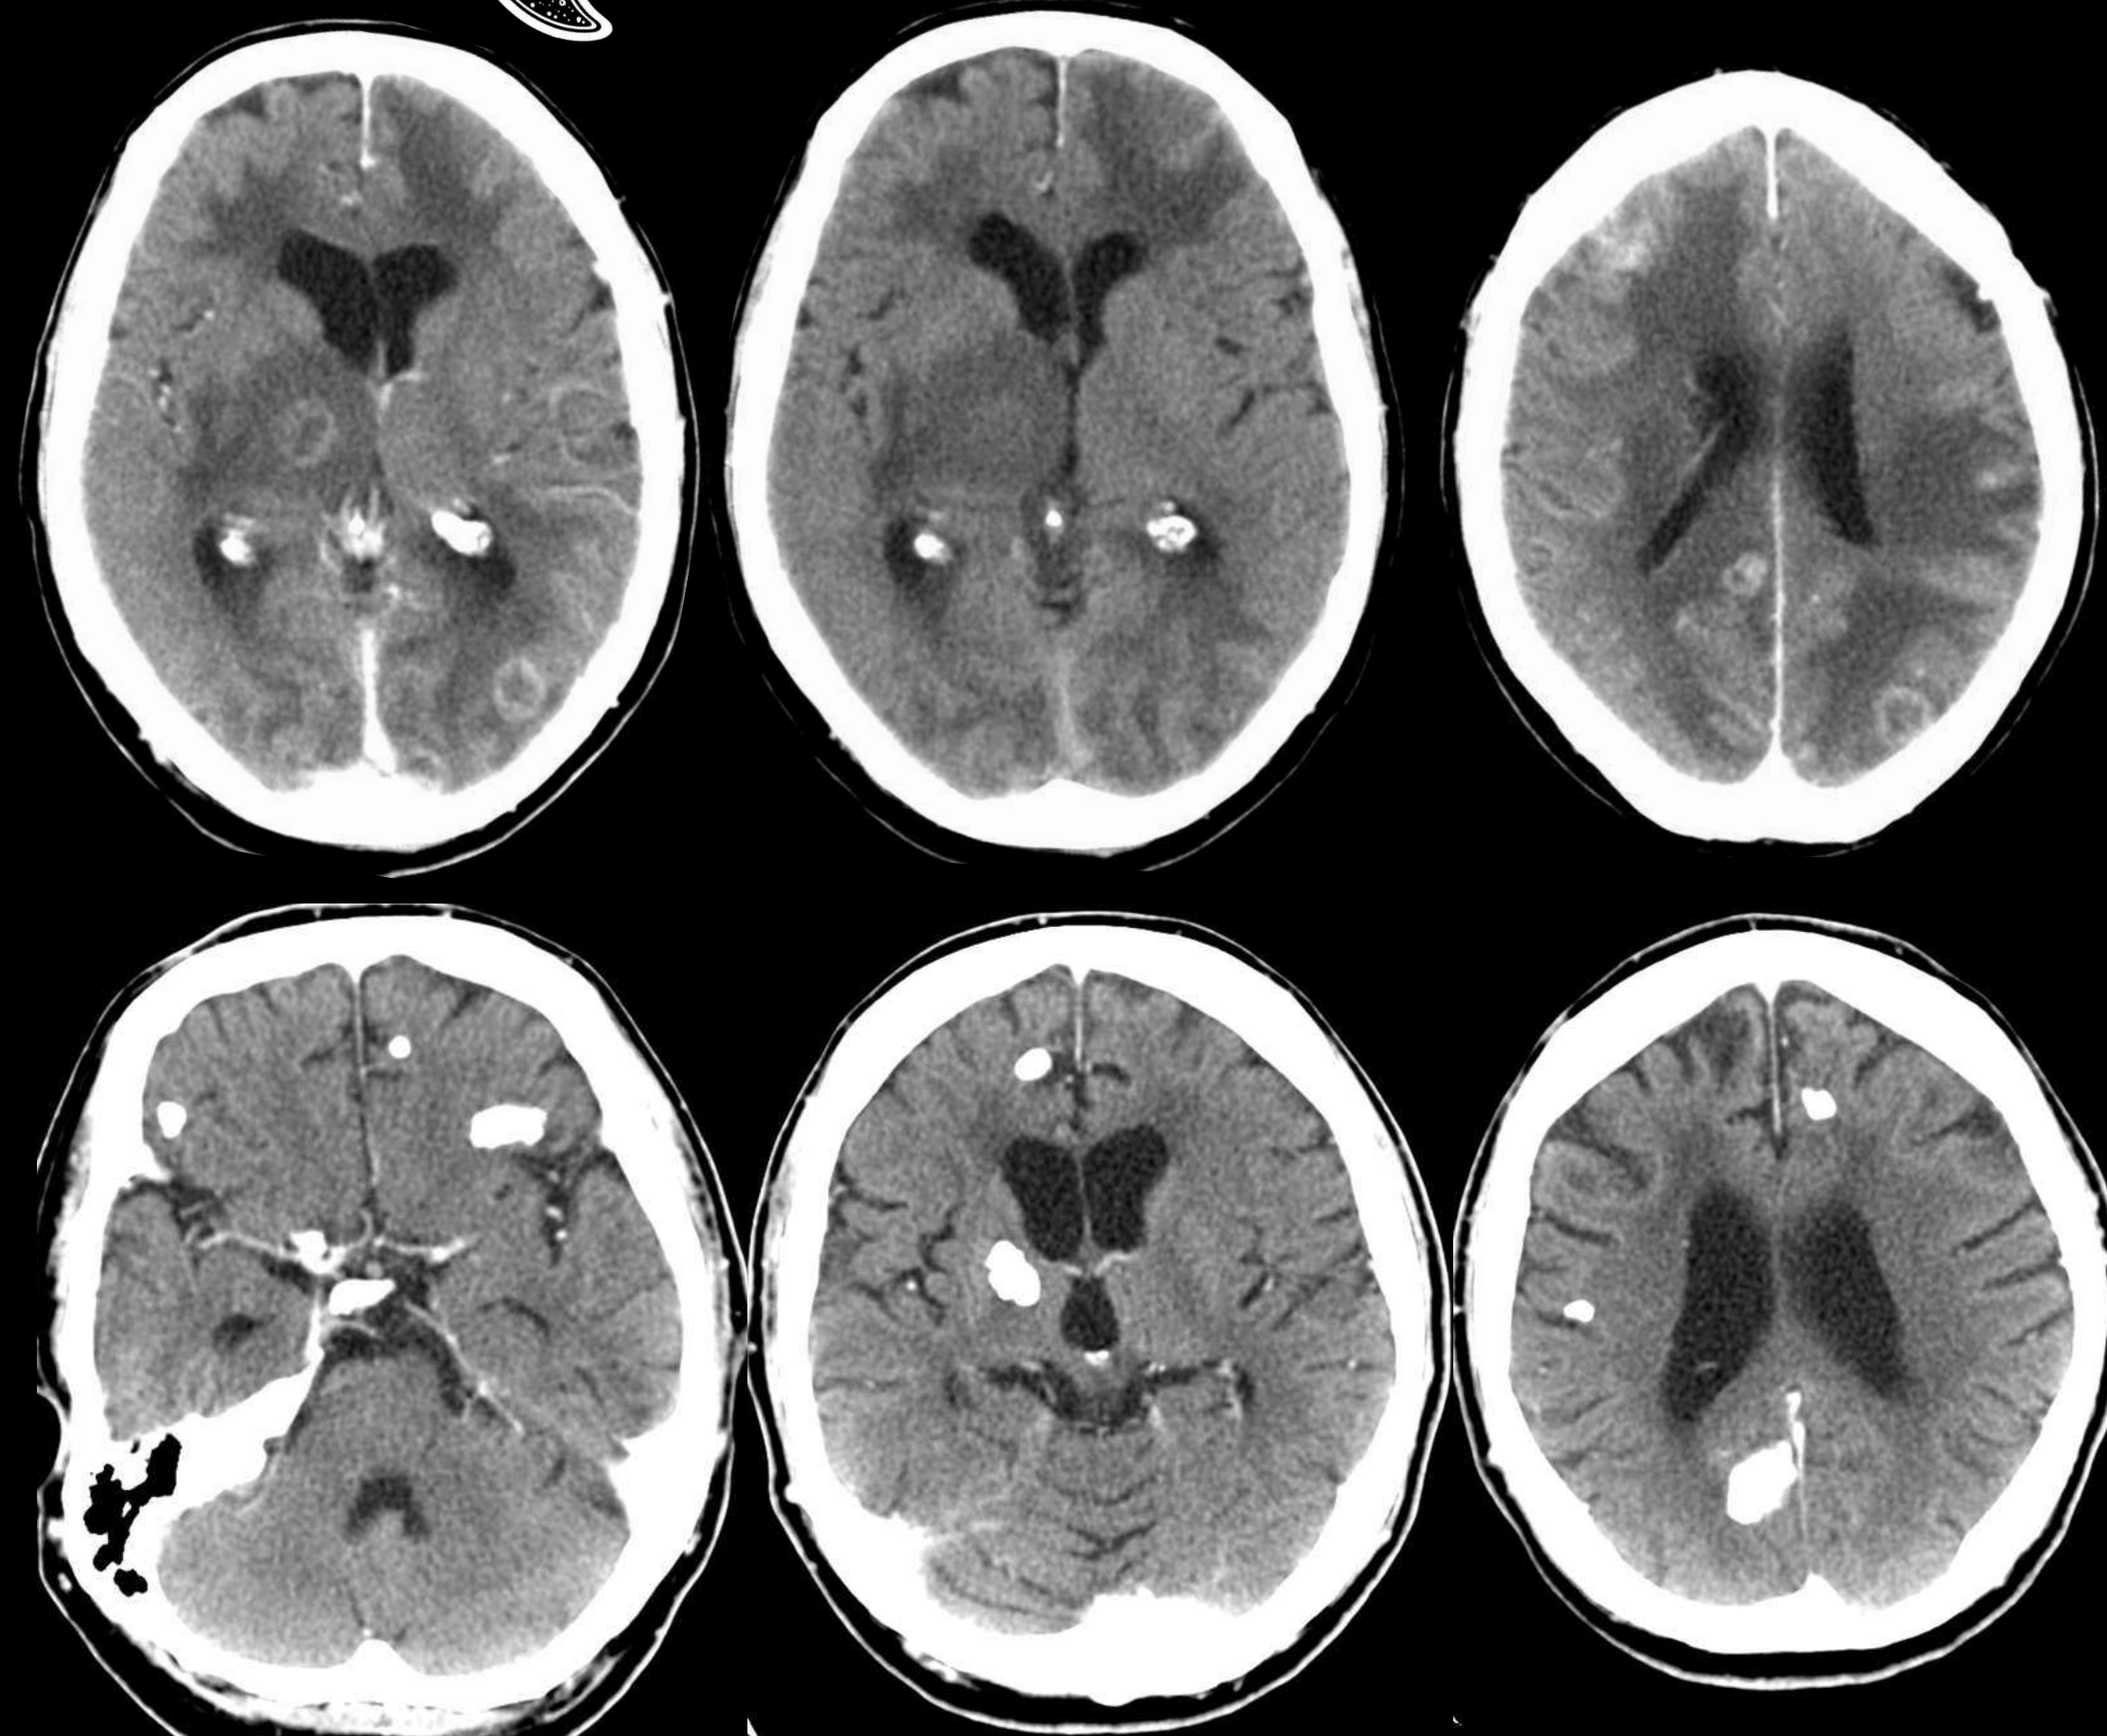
Imágenes de TC con contraste intravenoso de 2 pacientes diferentes. La fila de arriba (primer paciente), muestra las lesiones focales con realce en anillo en relación con infección por toxoplasmosis. La fila de abajo (segundo paciente), muestra calcificaciones nodulares en aquellas localizaciones donde anteriormente podrían observarse las lesiones típicas de infección por Toxoplasma en fase aguda.
